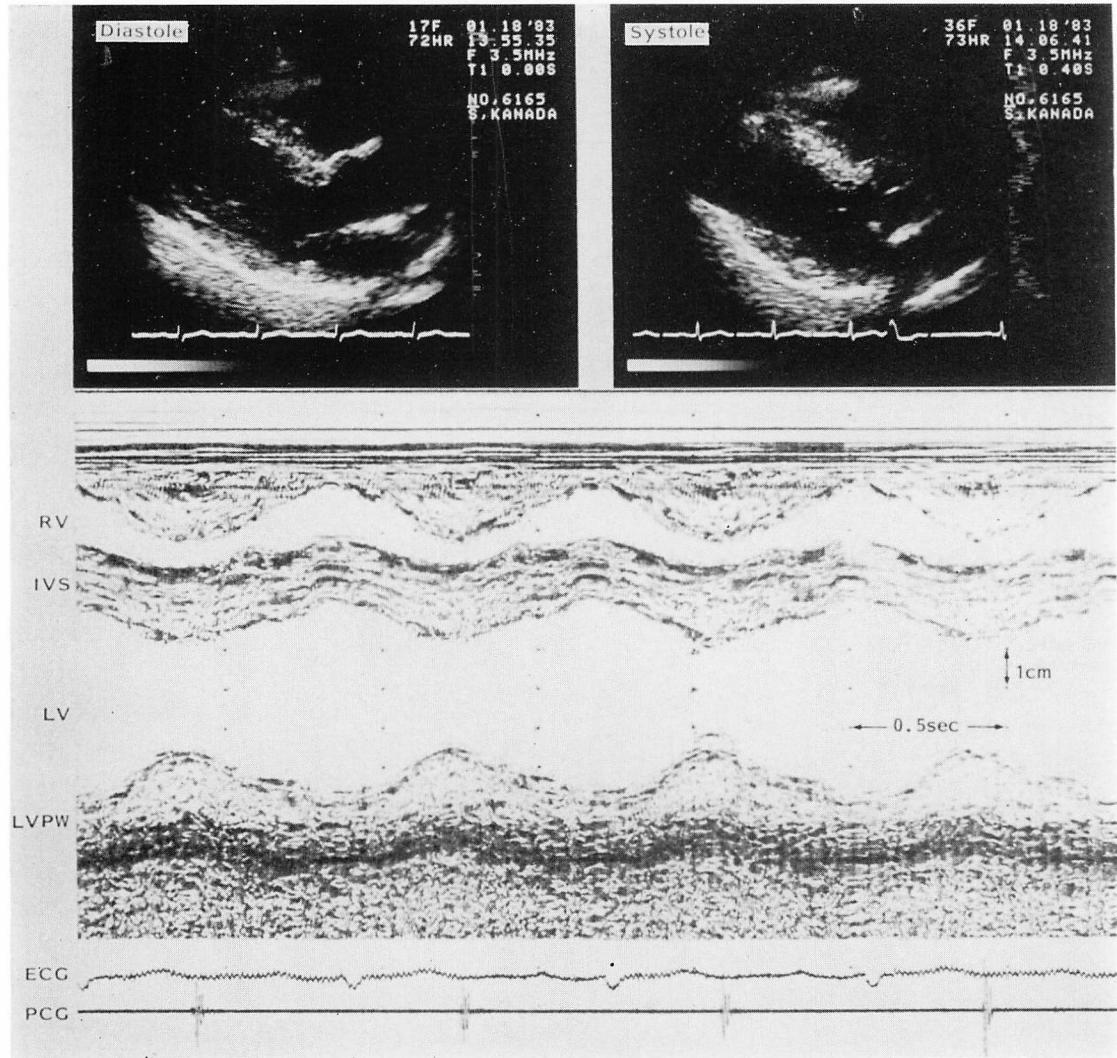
End-diastolic and end-systolic long-axis images of the left ventricle and the M-mode echocardiogram at the left ventricular midcavity level in Case 1.
